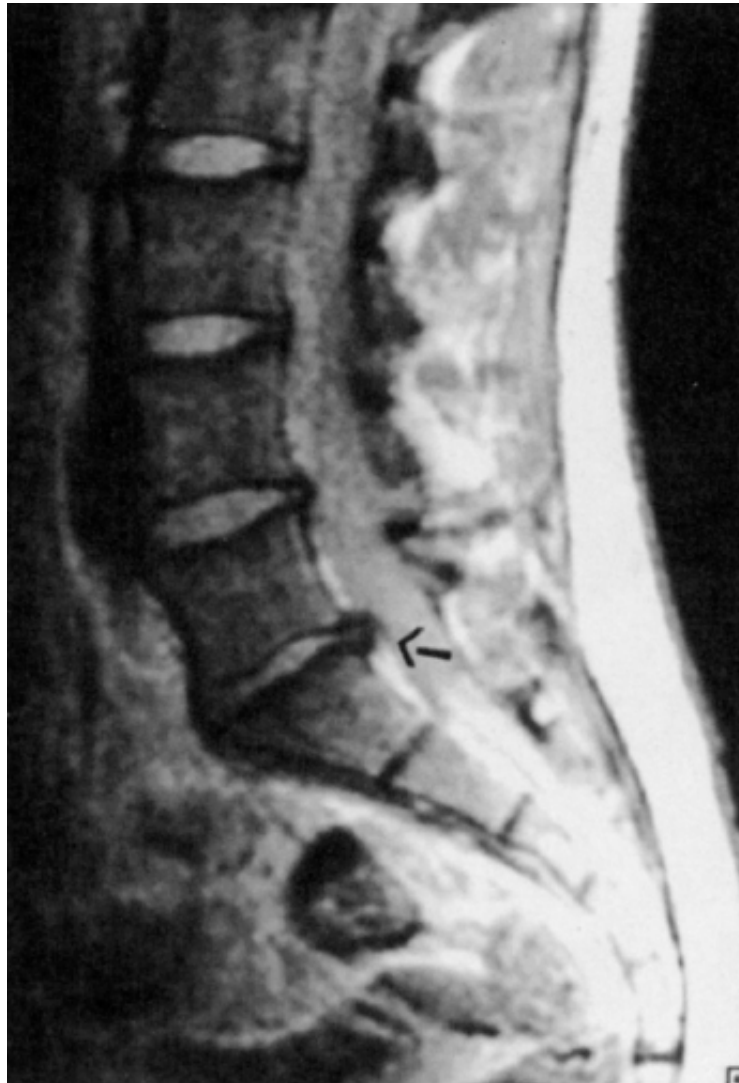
Hérnia discal. Ressonância magnética de coluna lombossacra mostrando hérnia de disco em L5-S1.
